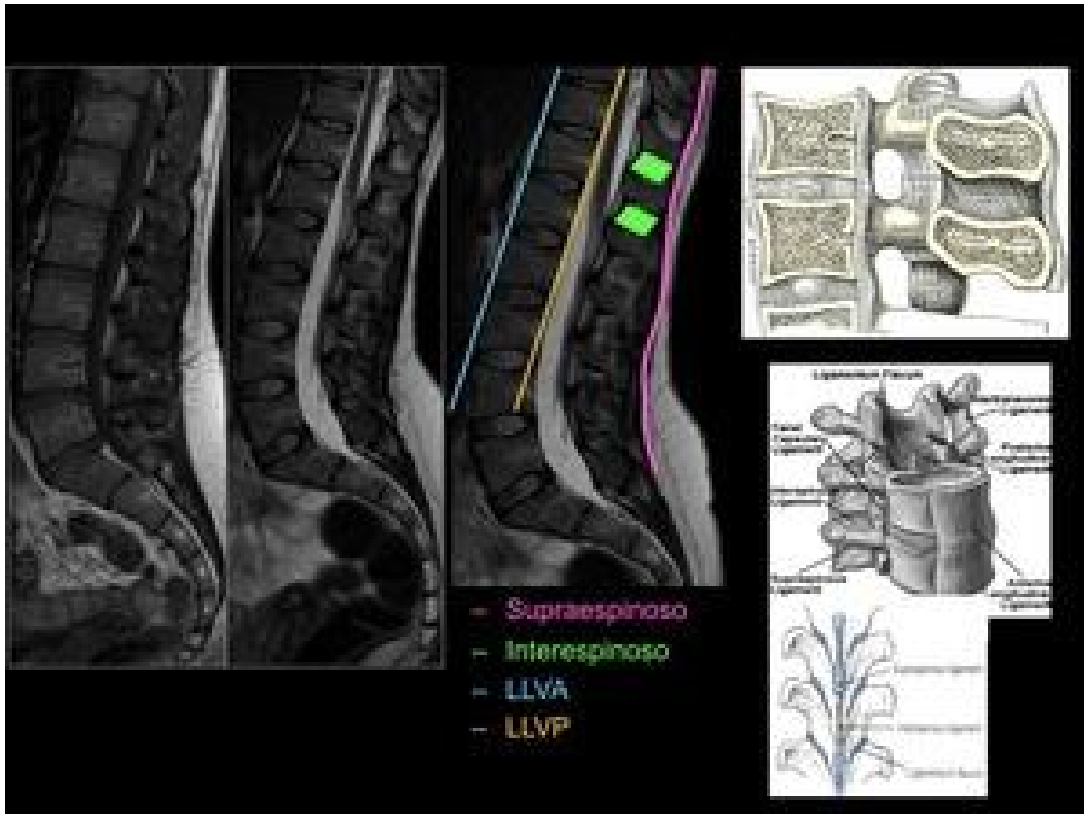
RM proyección sagital, secuencias T1 y T2. Complejo ligamentoso de la columna vertebral. Nota. Adaptado de Anatomía de la región raquídea – Presentación Electrónica Educativa, por P.Martin Medina, 2014, SERAM.
